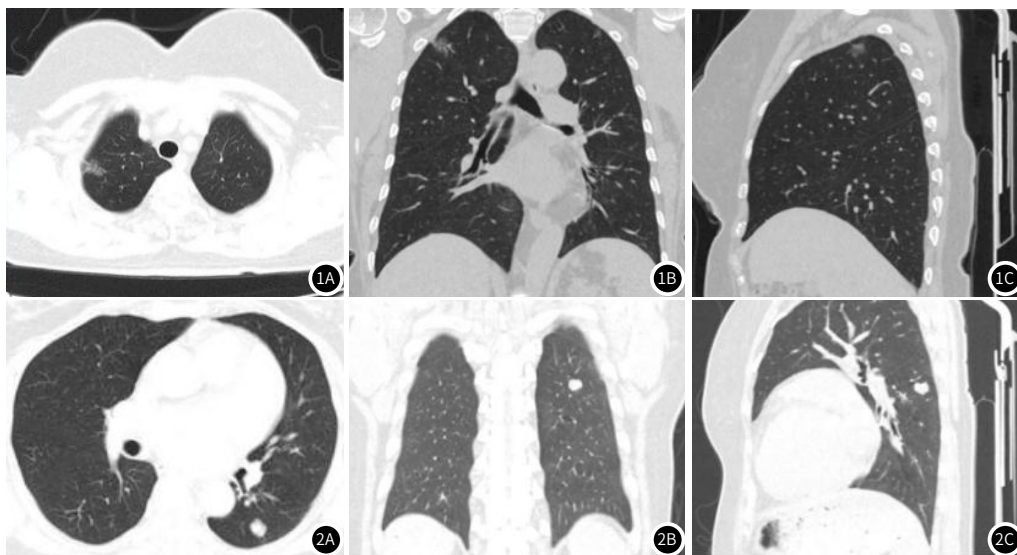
恶性结节CT网络深度学习人工智能法表现。图1A~1C, 女, 64岁。1A: 横断位, 右肺上叶尖段不规则结节状磨玻璃密度影, 邻近胸膜受牵拉, 周围可见血管穿行; 1B: 冠状位, 病灶欠光整; 1C: 矢状位, 病灶邻近胸膜受牵拉。
